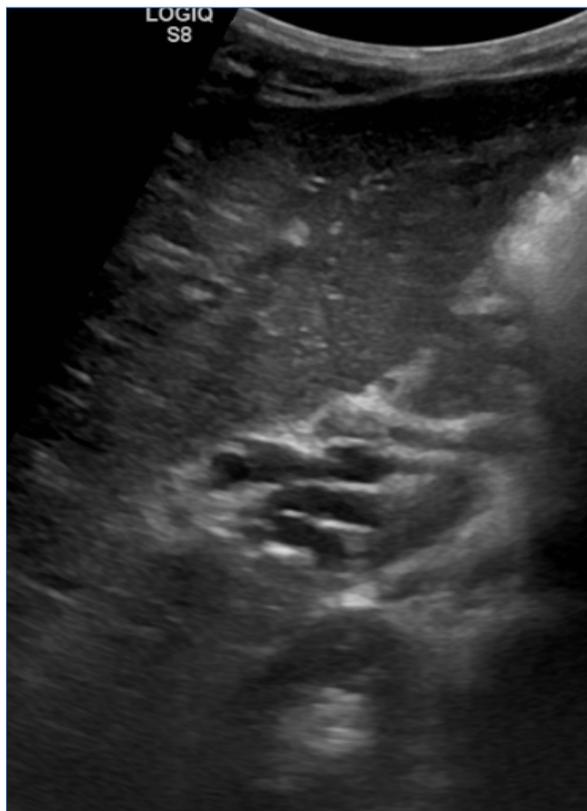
Se observa en el plano transversal oblicuo del hipocondrio derecho con ecografía en modo B un grupo de estructuras tubulares en el hilio hepático, con aumento de la ecogenicidad circundante asociado, que sustituye a la estructura venosa portal principal normal.
